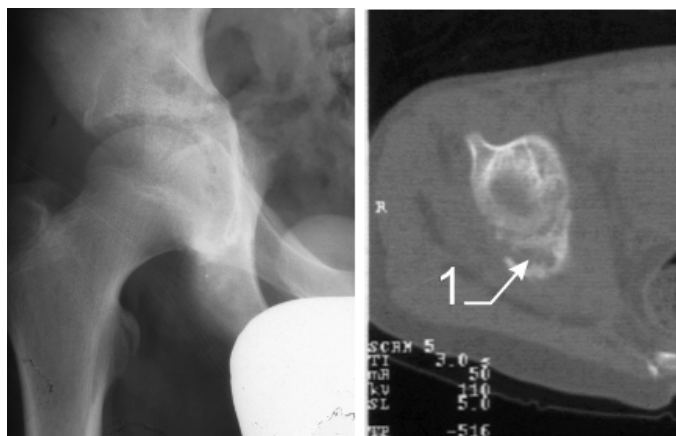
Дистрофические изменения надацетабулярной области(1) на прямой рентгенограмме и РКТ, больной 14 лет.
